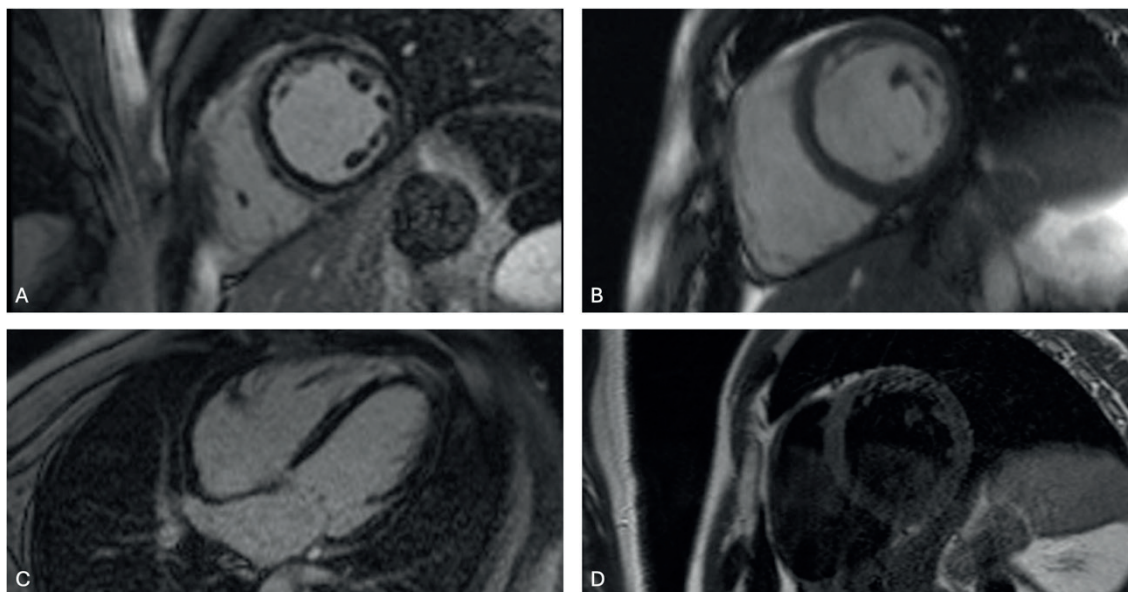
Ressonância magnética cardíaca realizada em 2017. A e C: imagens de realce tardio miocárdico em eixo curto e 4 câmaras. B: imagem de cine-RM em eixo curto. D: imagem de sequência de sangue escuro com triplo inversão (triple IR).
